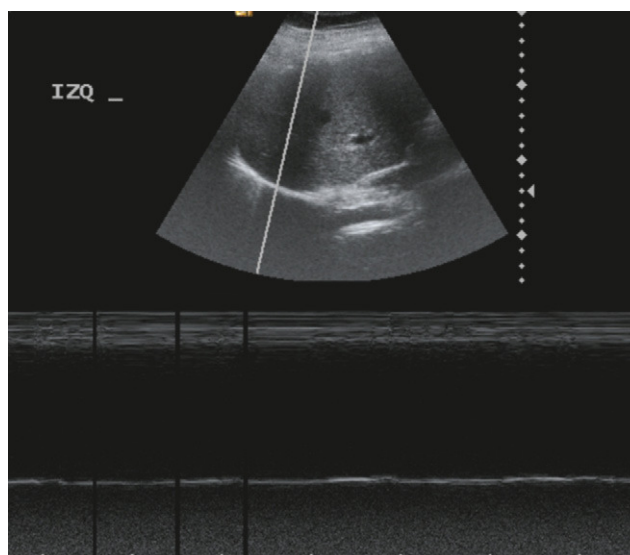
Ecografía abdominal. Modos B y M.
